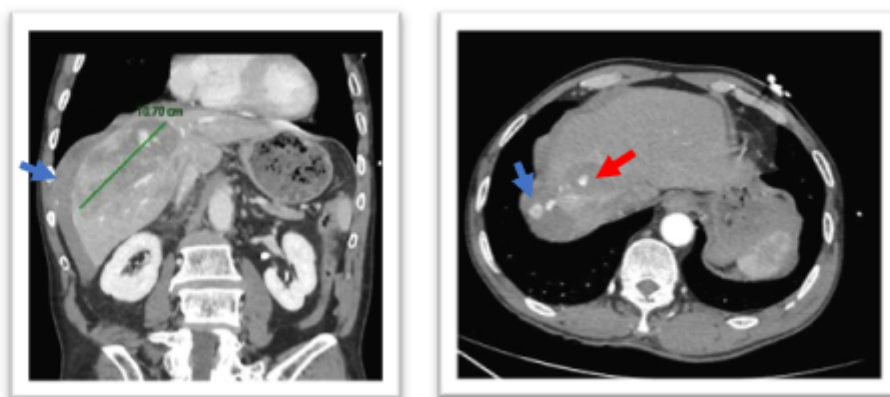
TAC ABD: Fig.1b TAC ABD:
